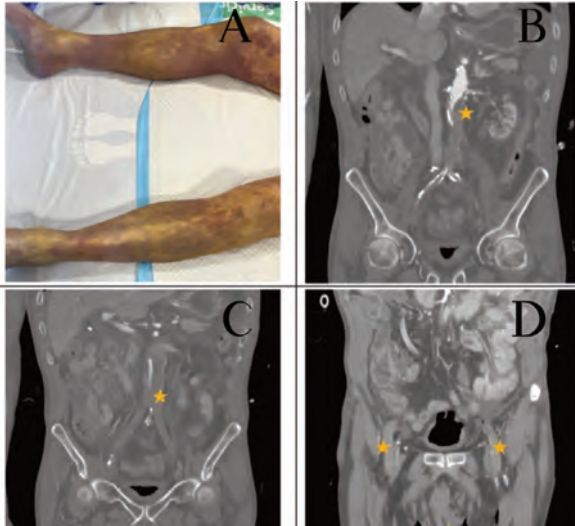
Miembros inferiores que muestran cianosis fija plantar y livides de manera bilateral (A). Angio-TC urgente de aorta y miembros inferiores, visualizando trombosis del bypass desde la anastomosis proximal sin repermeabilización distal (B, C y D*).
